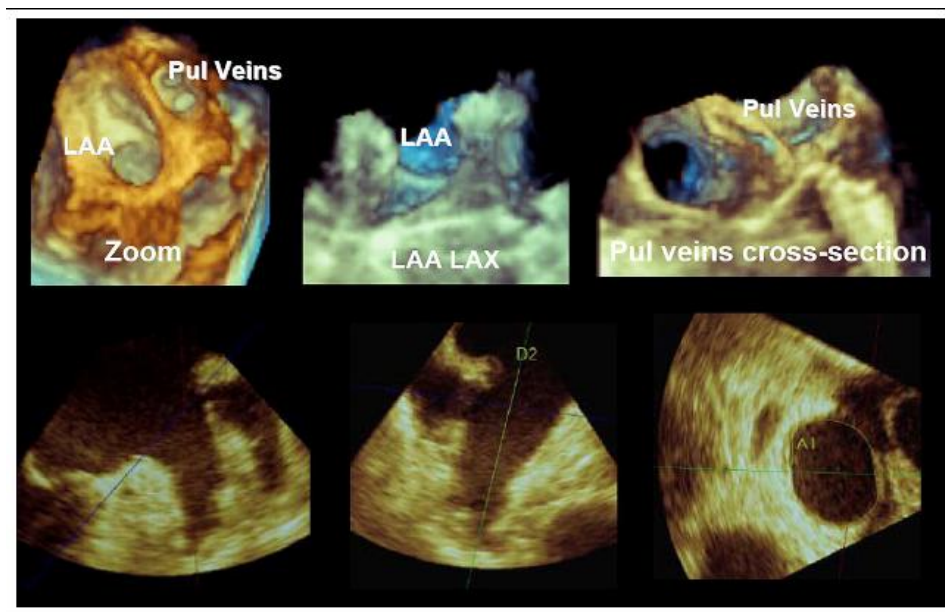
左心耳(LAA)口的变焦三维超声心动图成像是从左心房(左上)观所获, 而完整心耳图像位于长轴(LAX)上(中上)。从三维超声心动图数据集中可显示左心耳的两个正交长轴二维平面观(左下、中下), 同样也可显示其短轴成像(右下)。肺静脉(Pul)横断面的变焦三维经食管超声心动图成像(左上)。
